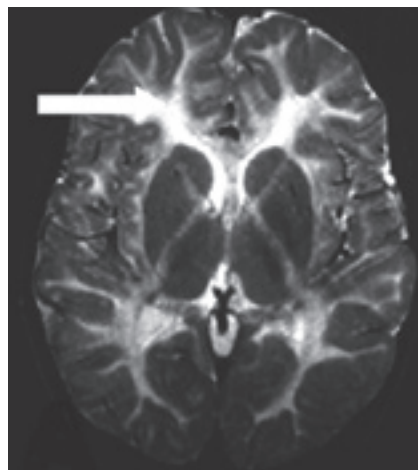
Kernspintomographiebilder des Gehirns eines Patienten mit gestörter Ausbildung der weißen Hirnsubstanz (oben) sowie eines gesunden Kindes (rechte Seite). Die im Bild weiß erscheinenden Bereiche im Gehirn des Patienten weisen auf einen Mangel an weißer Hirnsubstanz hin (siehe Pfeil).
